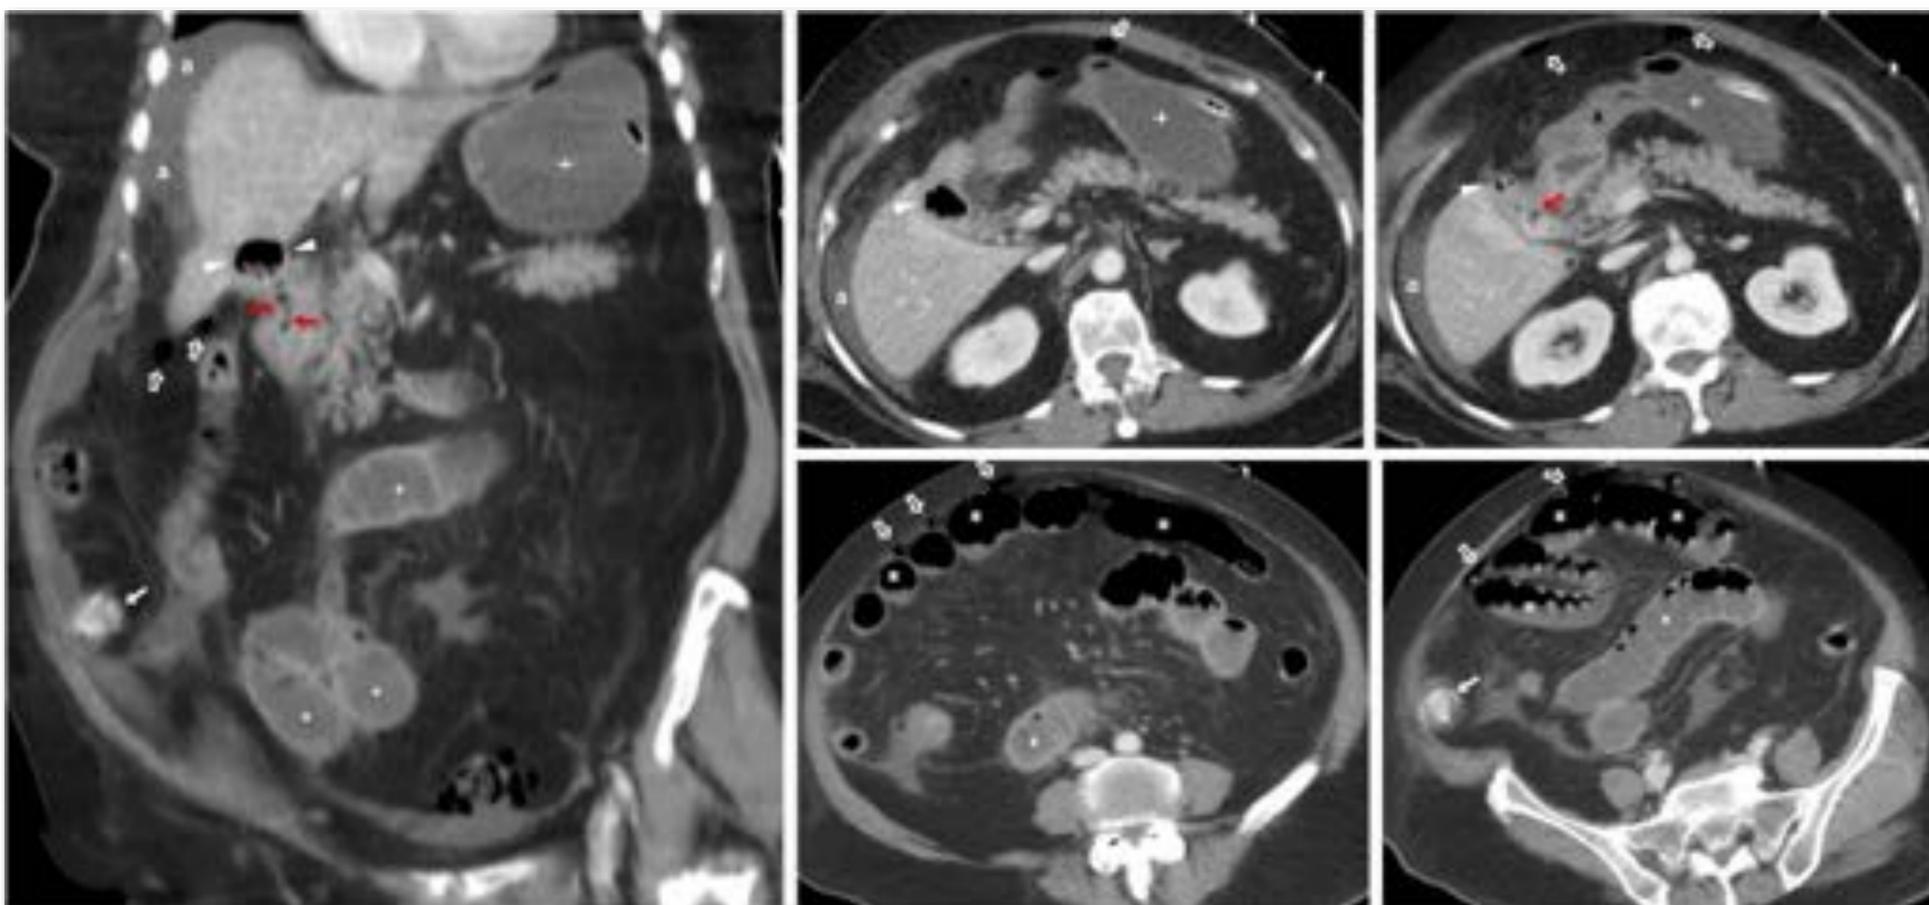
Mujer de 87 años, pluripatológica. Presenta vómitos alimenticios y biliosos, con deterioro de la función renal. En la Rx hay dilatación de intestino delgado proximal (\*), con niveles hidroaéreos en la proyección en decúbito lateral izquierdo con rayo horizontal (no mostrado). No hay clara aerobilia ni se ve una litiasis obstructiva. Por lo tanto, solo se ve uno de los elementos de la triada de Rigler. En la TC (sin contraste por insuficiencia renal) se aprecia una vesícula parcialmente "en porcelana" y con gas en su interior (cabezas de flecha), intuyéndose una fístula colecisto-duodenal (flecha roja). En la región de la transición hay un defecto de repleción endoluminal (flechas blancas) con valores de atenuación similares a los del contenido líquido intestinal, lo que dificulta su identificación como una coleditiasis, aunque muestra también alguna calcificación periférica sutil. Se realizó ecografía, en la que la afectación vesicular se caracteriza peor, al verse solo una imagen ecogénica con sombra, pero se ve claramente la coleditiasis obstructiva como una imagen ecogénica en forma de arco con una nítida sombra acústica.
